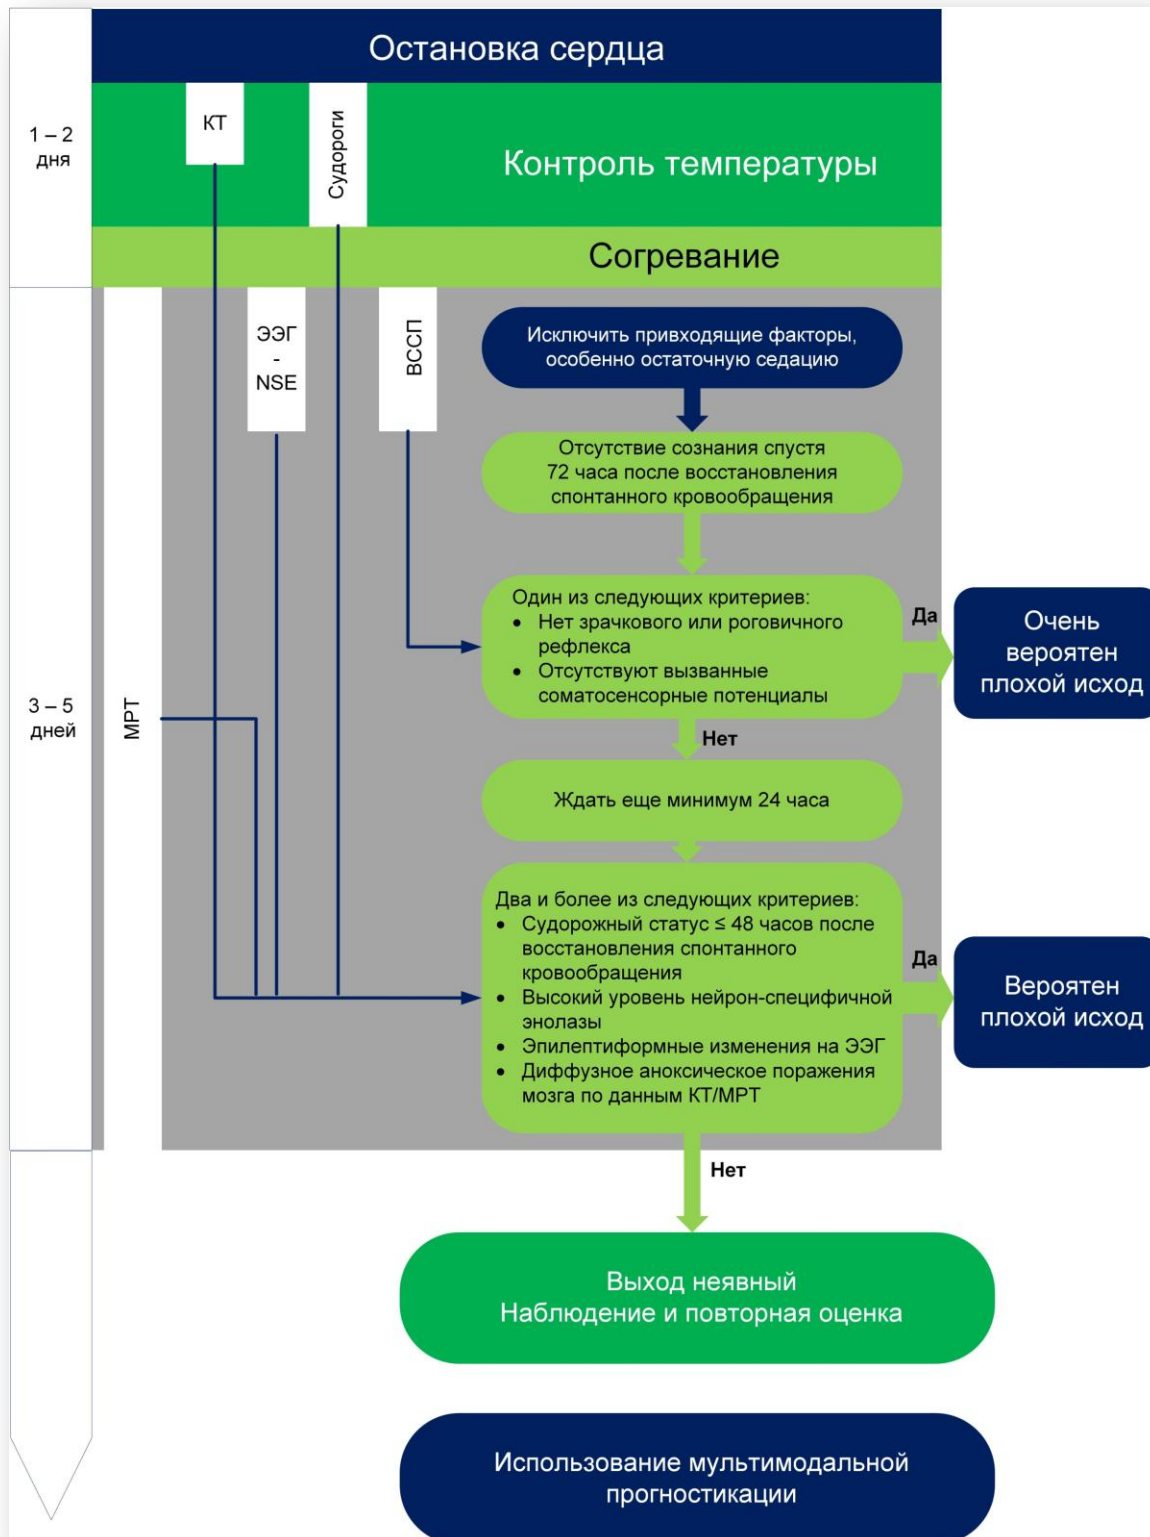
Прогностикация в постреанимационном периоде. ВССП - вызванные соматосенсорные потенциалы; КТ - компьютерная томография, МРТ - магнитно-резонансная томография; ЭЭГ - электроэнцефалография; NSE - нейтрофил-специфичная энтолаза
